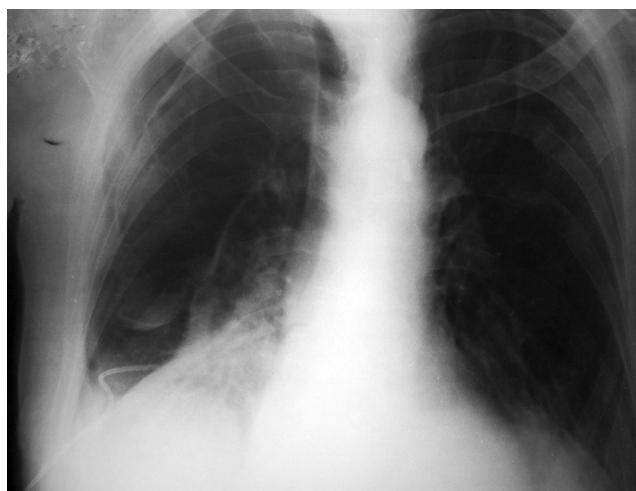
Рентгенологическая картина правостороннего пневмоторакса после микродренирования (эвакуировано одномоментно 3,5 л жидкости, не применяя прием перекрытия дренажа на 3–5 мин)
